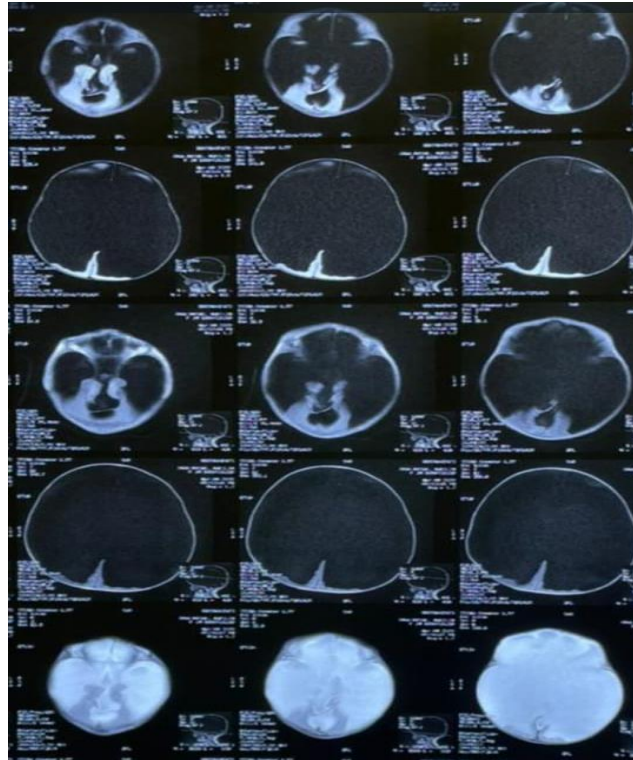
RMN CRANEO: A nivel supratentorial, cavidad craneana con contenido líquido, no se evidencia manto cortical, Corteza remanente a nivel occipito-parietal medial, infratentoriales estructuras con alteraciones morfológicas congénitas escaso volumen de parénquima cerebeloso, tronco inferior y clivaje en la línea media a nivel de mesencéfalo/diencéfalo remanente.
